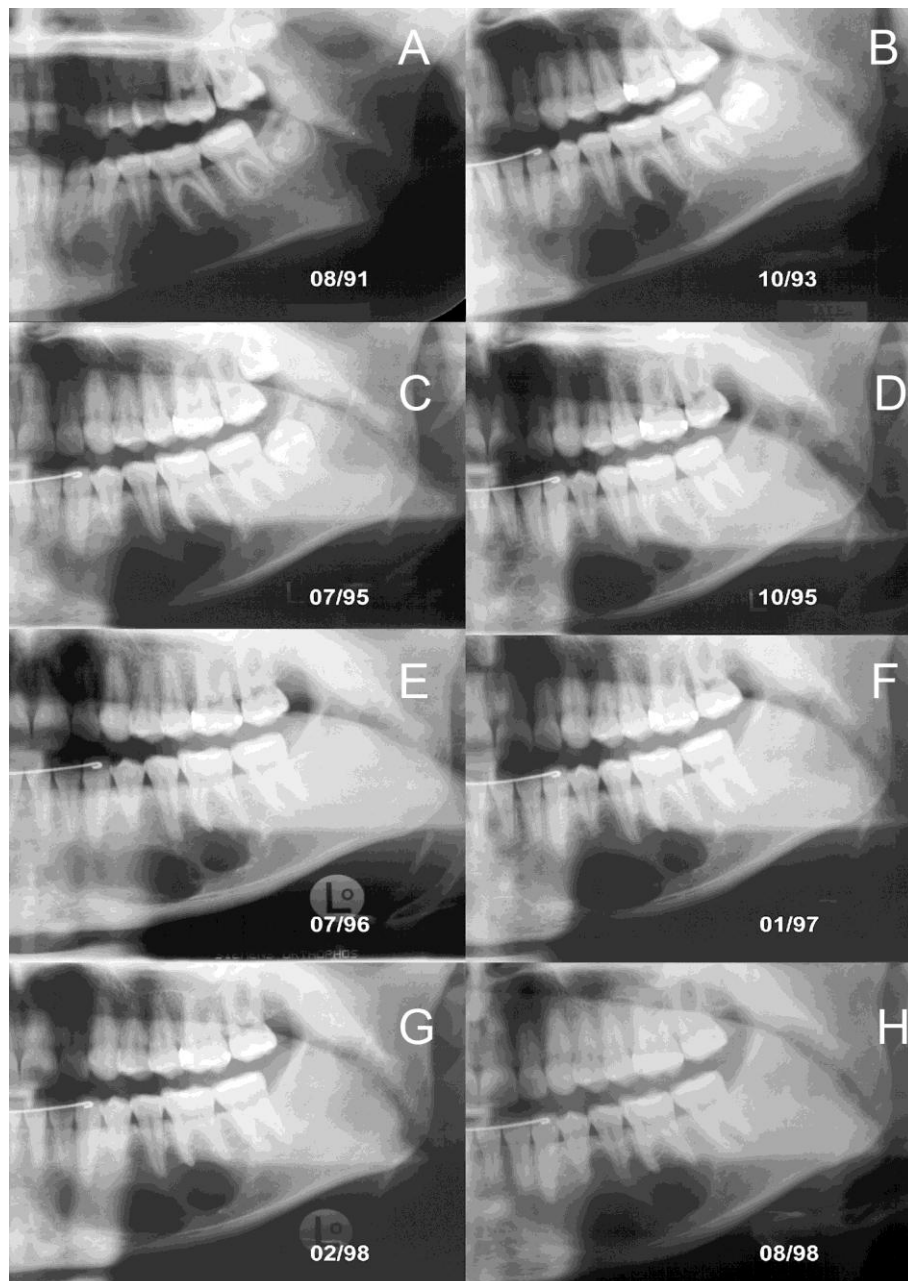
Radiografias panorâmicas seqüenciais. A: imagem inicial apresentando área de radiolucidez discreta e limites pouco definidos na região dos dentes 33 e 36. B: a lesão, que não recebeu nenhum tratamento, apresenta-se um pouco maior, mais definida e contornando as raízes dos dentes. C: o limite medial da lesão progrediu para a região do dente 31. Se observa áreas arredondadas de maior radiolucidez em seu interior. D: após a remoção dos terceiros molares e curetagem da lesão. E-H: radiografias de controle pós-operatório que mostram a permanência da lesão, sem indícios de resolutividade.
